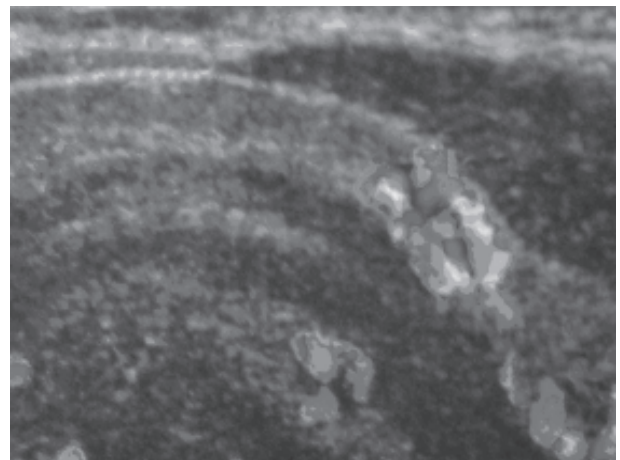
Micronódulo del lóbulo izquierdo tiroideo. Flujo intranodular en la secuencia Doppler vascular.
